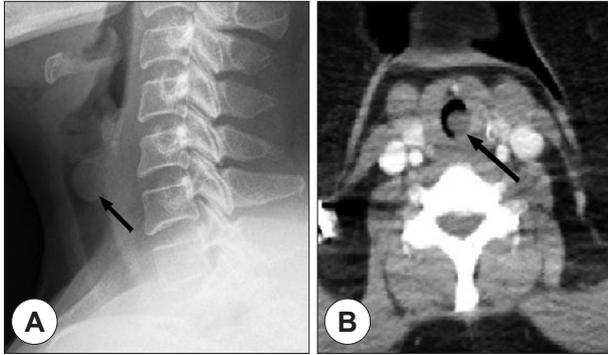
A : Lateral view of cervical spine radiograph shows a round mass (arrow) filling the upper tracheal lumen. B : Axial chest CT scan shows an about 1cm sized mass (arrow) with heterogeneous enhancement occluding upper tracheal wall. The mass is well delineated without infiltrative patterns.
